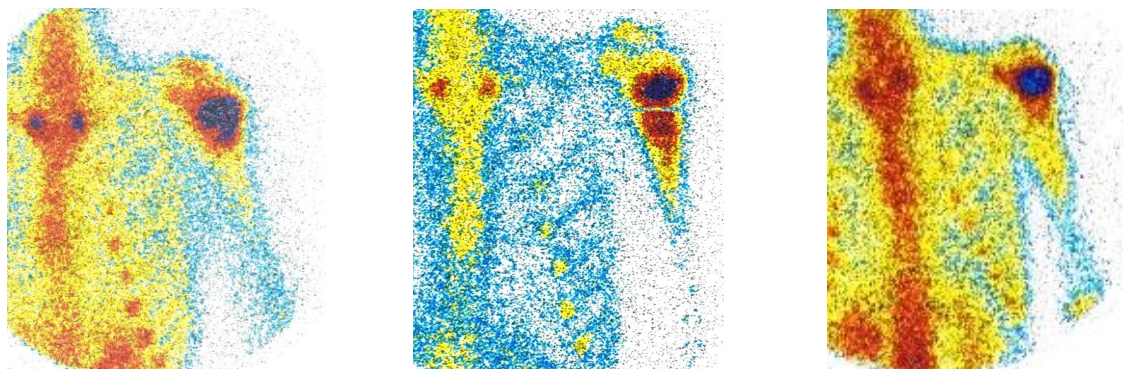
Сцинтиграммы, отражающие динамику накопления меченого технефора в дистракционном регенерате проксимального отдела плечевой кости.
